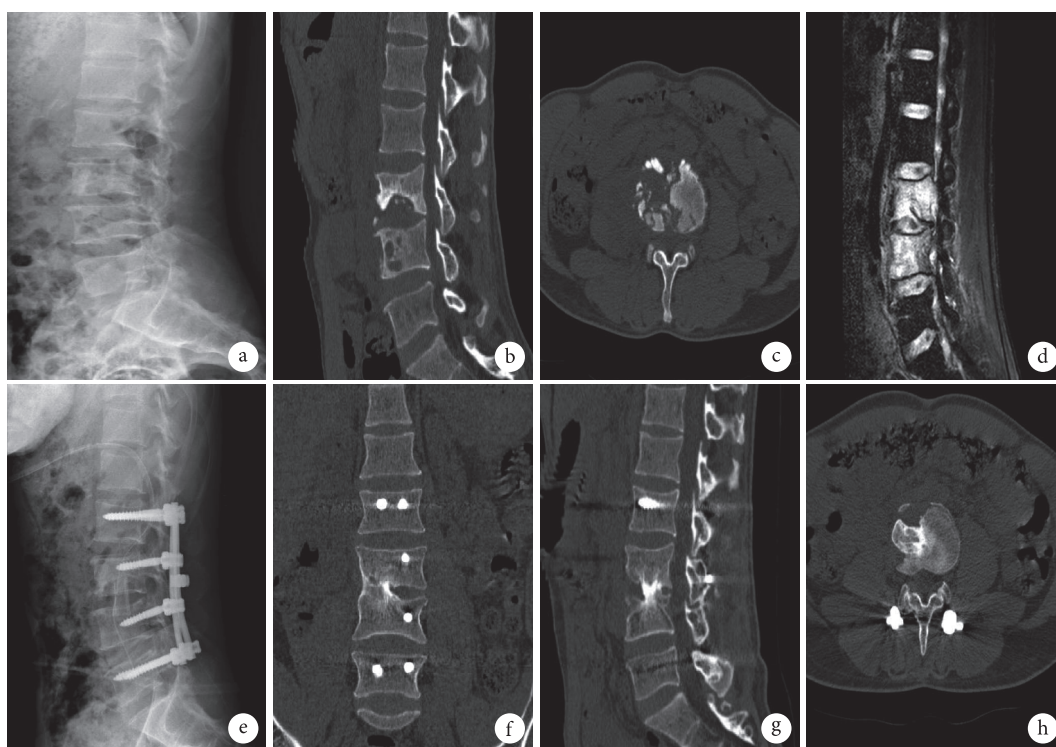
自体髂骨组患者，男，62 岁，L<sub>3,4</sub> 椎体结核 a. 术前 X 线片示椎体骨密度不均；b~d. 术前 CT 及 MRI 示椎体多发骨质破坏伴右侧椎旁脓肿形成；e. 术后 1 个月 X 线片示椎间融合及内固定物位置良好；f~h. 术后 6 个月 CT 及 MRI 示自体髂骨植骨块局部骨性融合、各椎间隙存在
